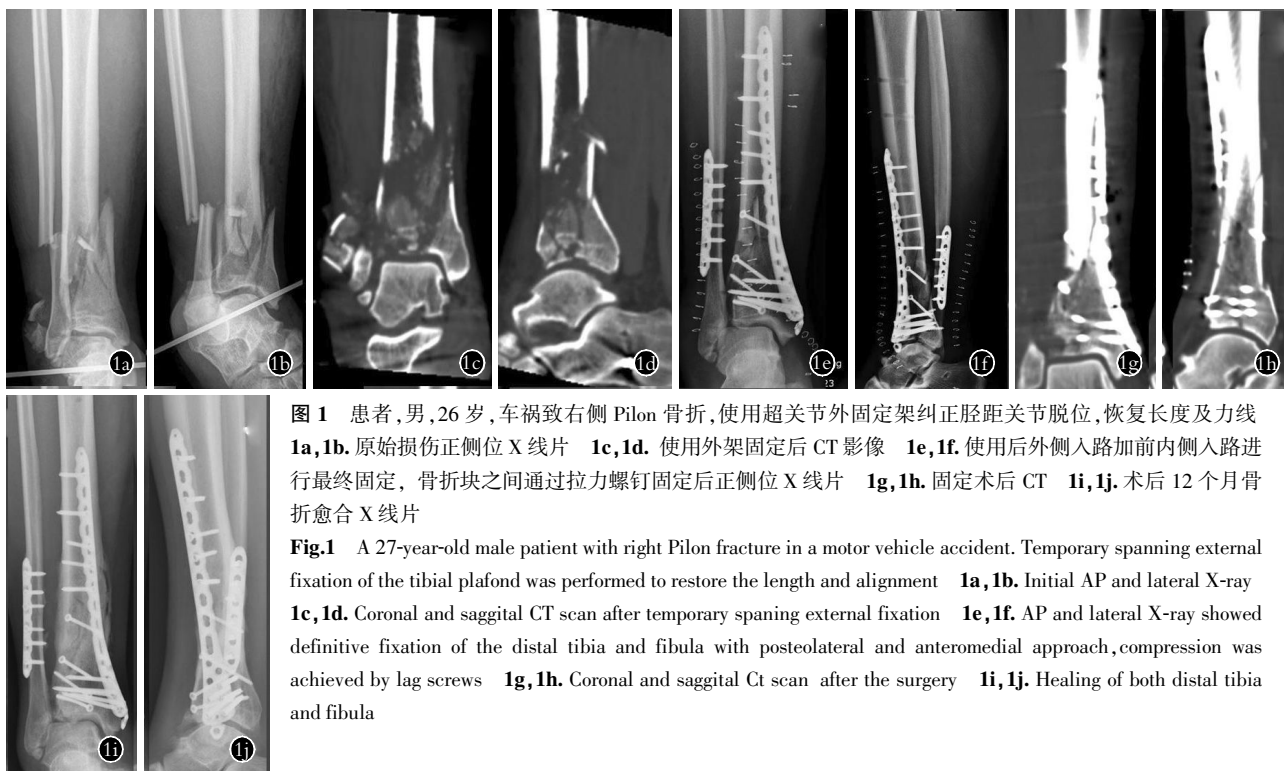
患者,男,26 岁,车祸致右侧 Pilon 骨折,使用超关节外固定架纠正胫距关节脱位,恢复长度及力线 1a,1b.原始损伤正侧位 X 线片 1c,1d.使用外架固定后 CT 影像 1e,1f.使用后外侧入路加前内侧入路进行最终固定,骨折块之间通过拉力螺钉固定后正侧位 X 线片 1g,1h.固定术后 CT 1i,1j.术后 12 个月骨折愈合 X 线片
